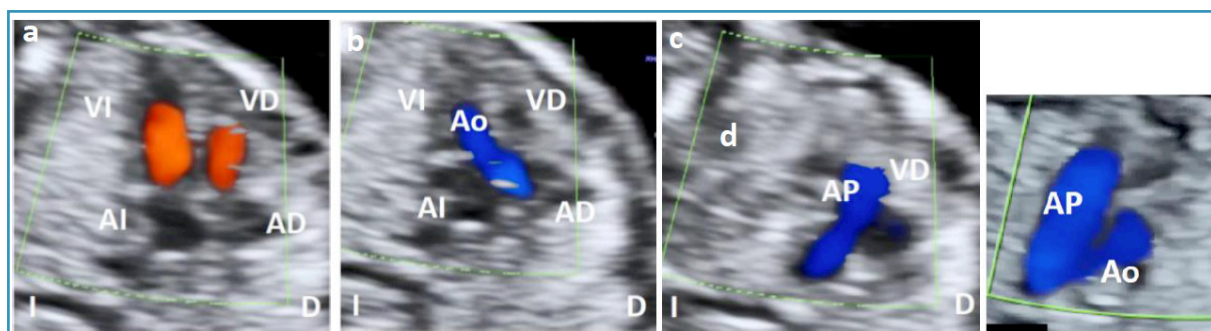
13 semanas. Doppler color. a. 4C. Flujos paralelos, unidireccionales a través de las válvulas aurículo-ventriculares, sin regurgitación. b. Tracto de salida del ventrículo izquierdo (VI). Ao: aorta. c. Tracto de salida del ventrículo derecho (VD). AP: arteria pulmonar. d. Detalle-ampliación del corte de la "V", observando que tanto la Ao como la AP codifican de igual color. AD: aurícula derecha. AI: aurícula izquierda. D: derecha. I: izquierda.
